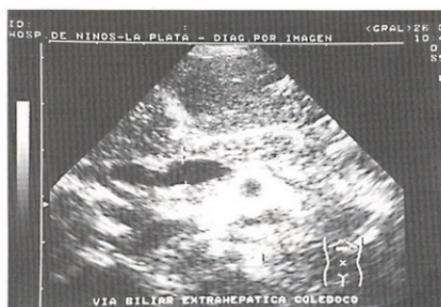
ecografía que muestra vía biliar extra hepática sin lesión endoluminal.
